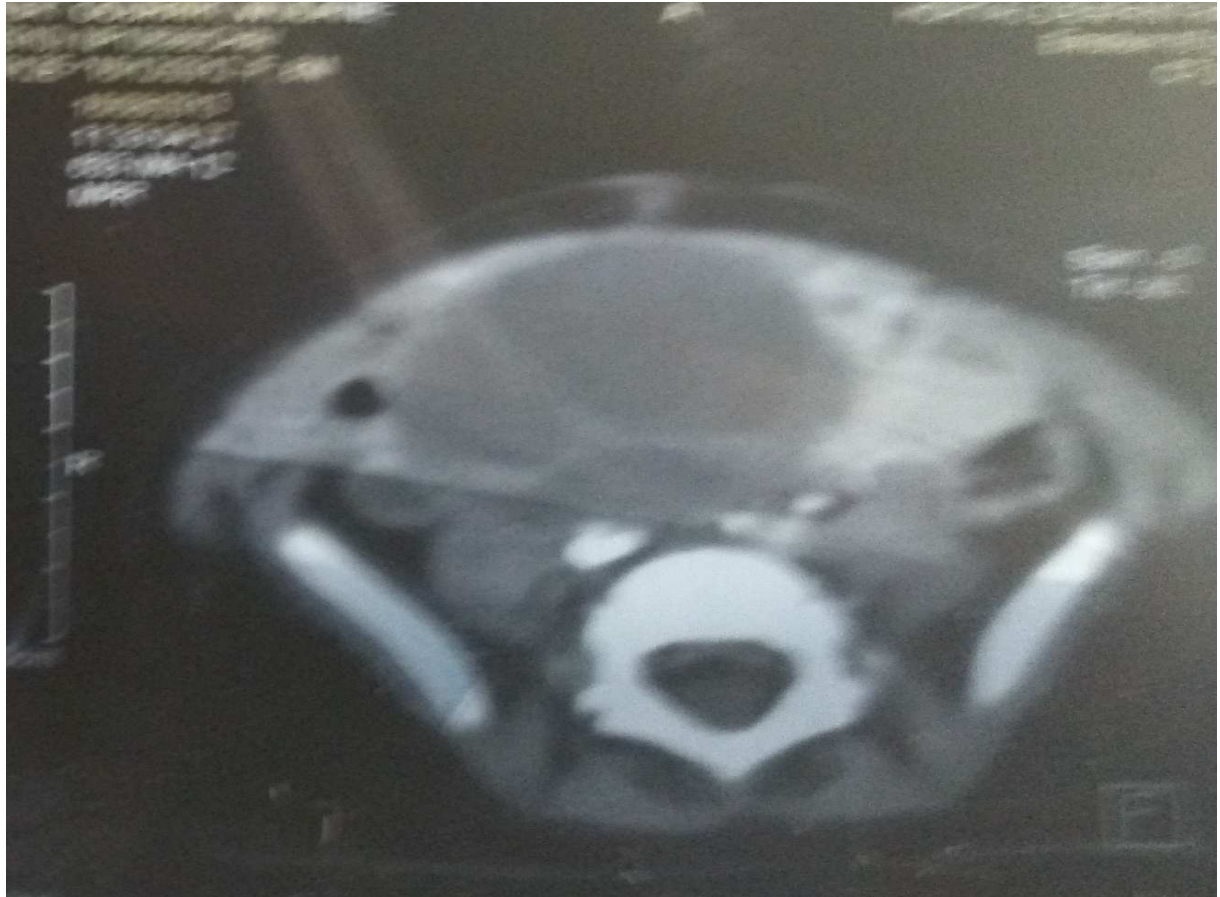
TDM abdomino-pelvienne montrant une masse ovarienne
